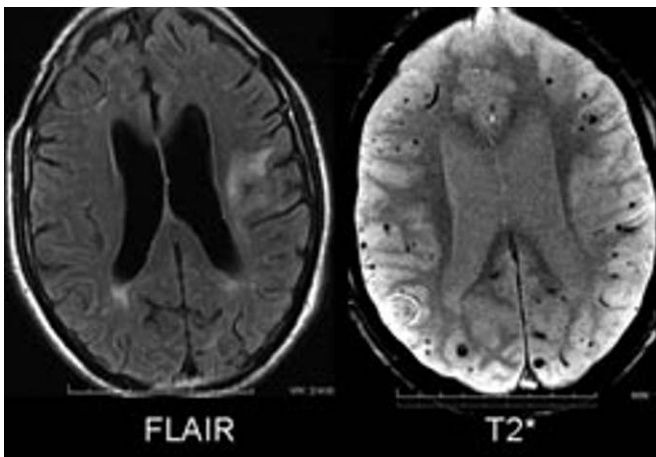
Saignements chroniques multiples. En séquence T2*, multiples petits hyposignaux de topographie sous-corticale bi hémisphérique chez un patient ayant des facteurs de risque vasculaire. Ces hyposignaux correspondent à des micro-saignements anciens qui ne sont pas visibles sur la séquence FLAIR.
